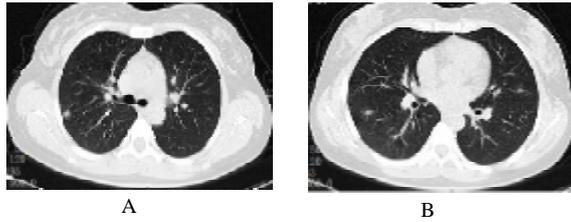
患者女,31岁,初诊胸部CT影像示右肺上叶后段、下叶背段及左肺上叶下舌段胸膜下数个局灶性GGO
